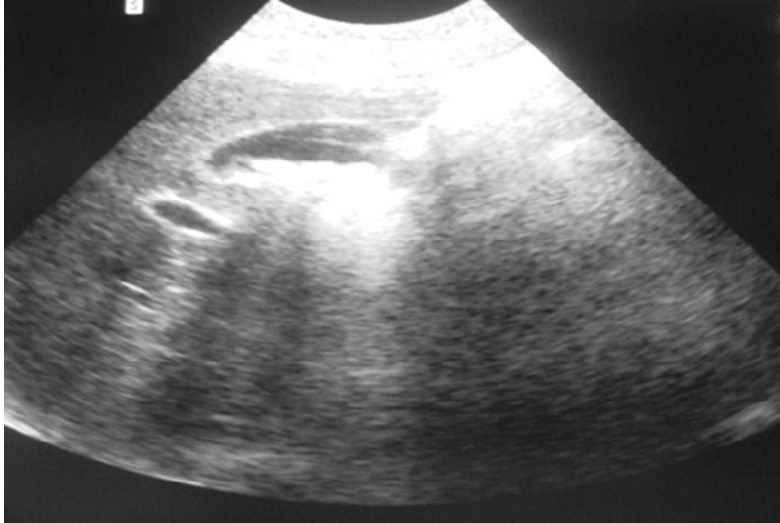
Ecografía de litiasis biliar, que muestra la vesícula biliar con litiasis en su interior que deja sombra acústica. Fuente propia.
